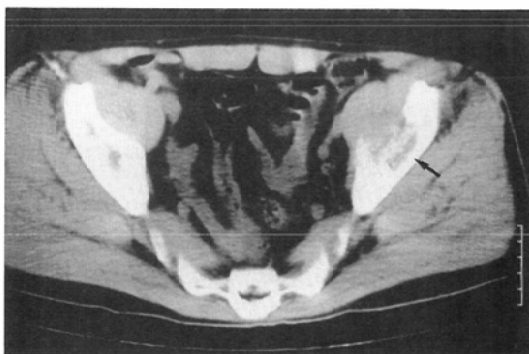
57 y.o. male. CT demonstrating left internal iliac bone metastasis of hepatocellular carcinoma
